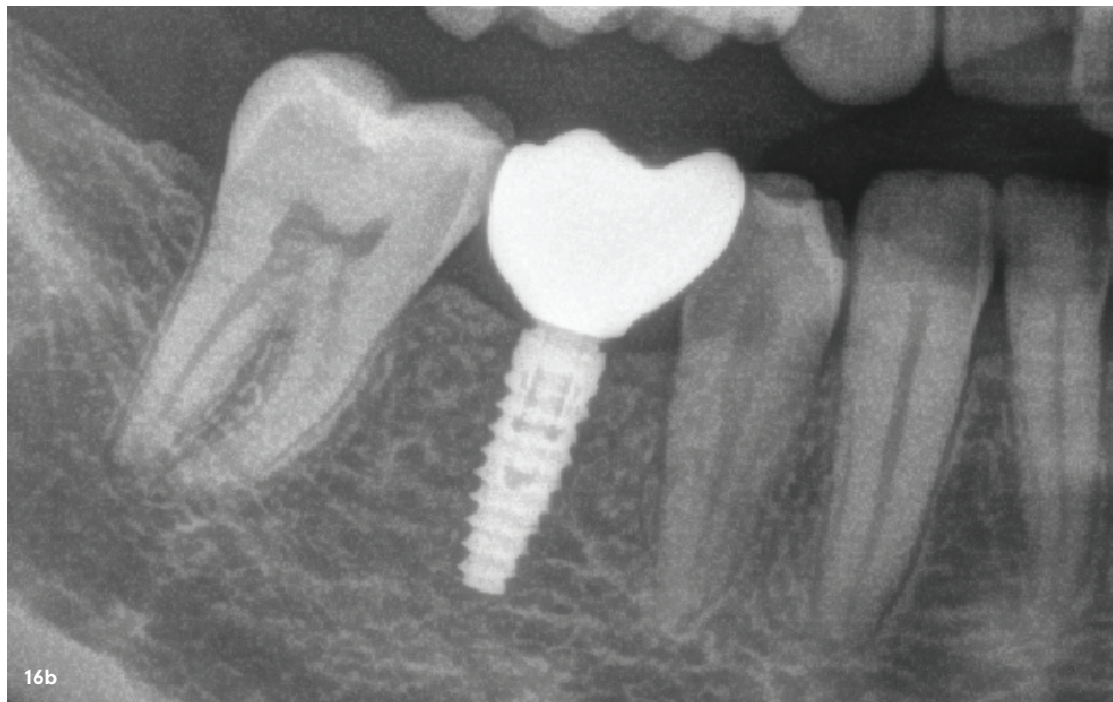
Röntgenkontrolle nach der Eingliederung der Implantatkrone.
